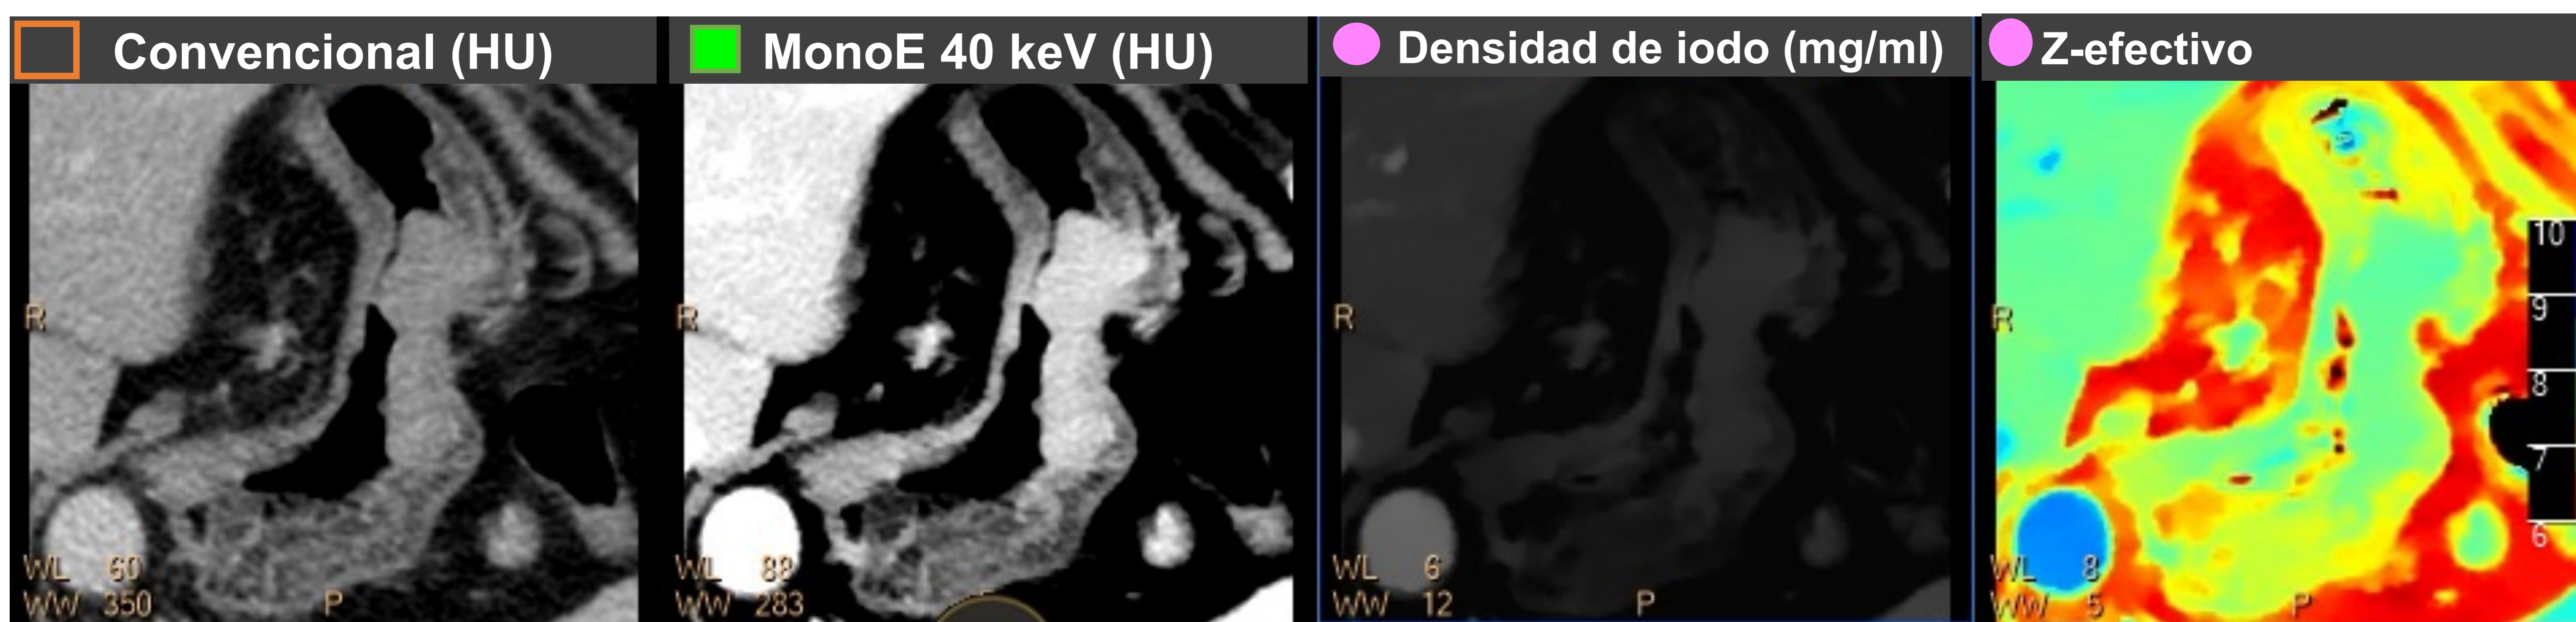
Imágenes en corte axial centradas en estómago de TC abdominal con adquisición en fase venosa. Se observa un engrosamiento irregular y concéntrico de la pared del fundus gástrico y curvatura menor con aumento de la captación de contraste, sospechoso, mejor visualizado en el mapa monoE de baja energía (40 Kev) y densidad de yodo. Además, dichos mapas permiten una mejor delimitación del área patológica, sin afectación extragástrica. (Resultado de Anatomía Patológica: Adenocarcinoma de estómago)
